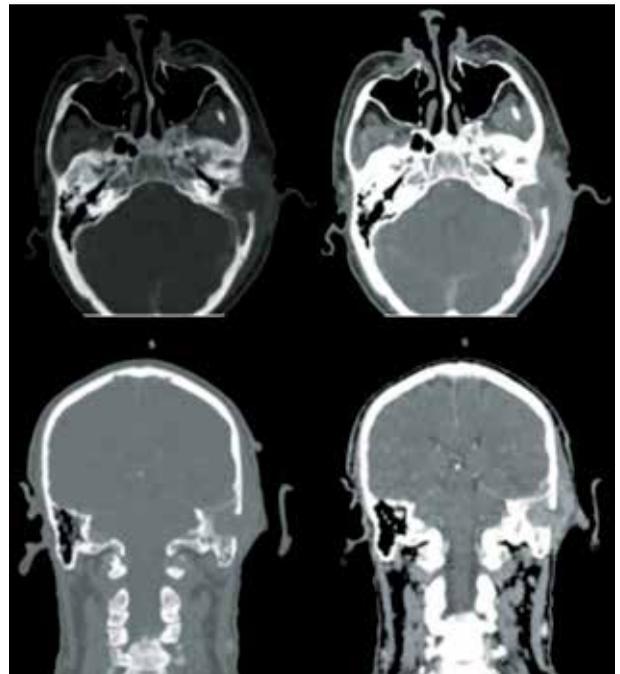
Tomografía computada con contraste ev. de cerebro en postoperatorio 12 semanas, reconstrucción axial y coronal: huella quirúrgica de mastoidectomía izquierda. Ocupación de celdillas mastoideas remanentes y lecho quirúrgico por material heterogéneo con centro hipodenso vinculable a material inflamatorio/necrótico, con realce periférico ante la administración de contraste endovenoso. Se evidencia adelgazamiento cortical de pared posterior de celdillas mastoideas izquierdas.
